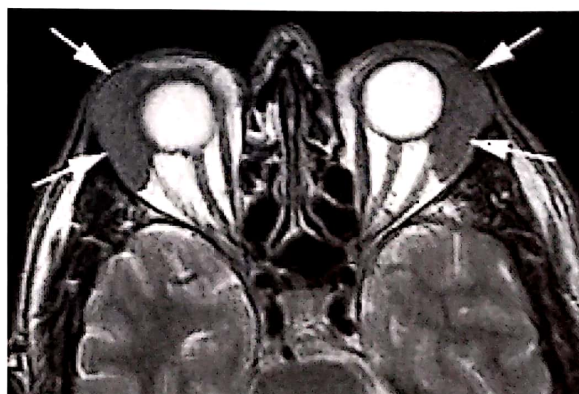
P.I., 42 ani. RMN axial T2 fără contrast. Limfom malign de glandă lacrimală bilateral.
